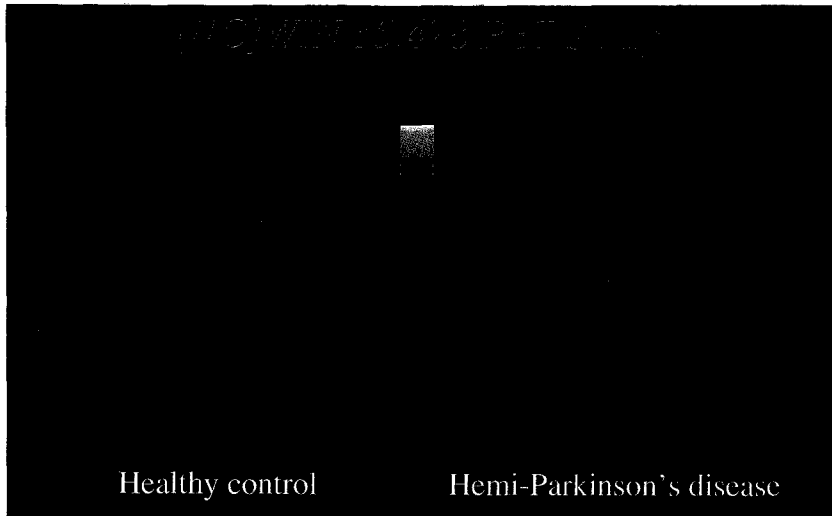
Transaxial PET images at the level of striatum in a healthy subject and a patient with right hemi-Parkinson's disease obtained 60-90 min after injection of [¹¹C]WIN 35,428. In the patient, [¹¹C]WIN 35,428 binding is reduced not only in the striatum contralateral to the clinical symptoms but also in the ipsilateral striatum. Note that left is on the right in the figure.
